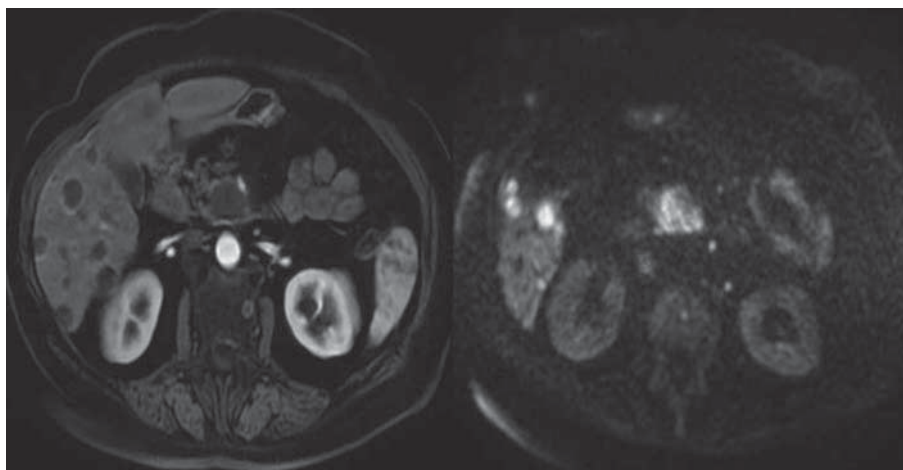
Магнитно-резонансная томограмма. Опухоль головки ПЖ, метастазы в печень. Размеры опухоли на МРТ-ДВИ больше (метод позволяет оценить истинное распространение опухоли в перипанкреатической жировой ткани). Также видны лимфатические узлы, хотя они меньше 1 см. Яркий сигнал свидетельствует о высокой клеточности, и наиболее вероятной причиной этого является метастатическое поражение.
